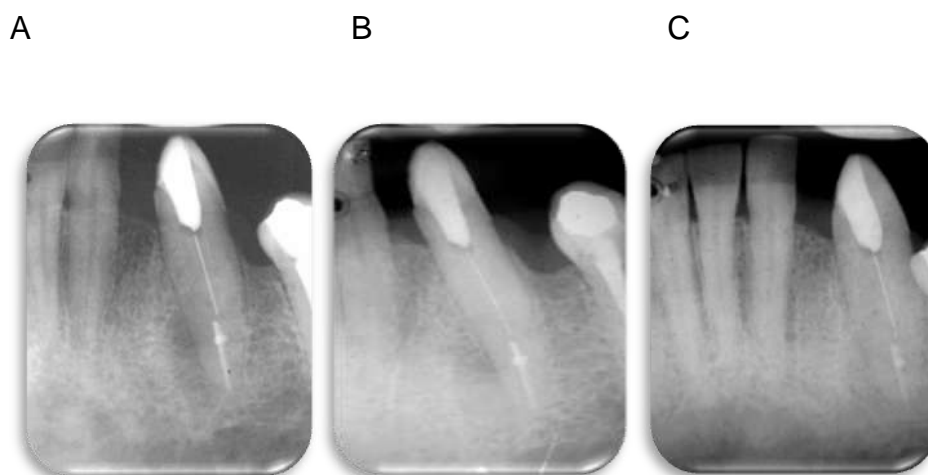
A) Conducto obturado B) radiografía Final.
